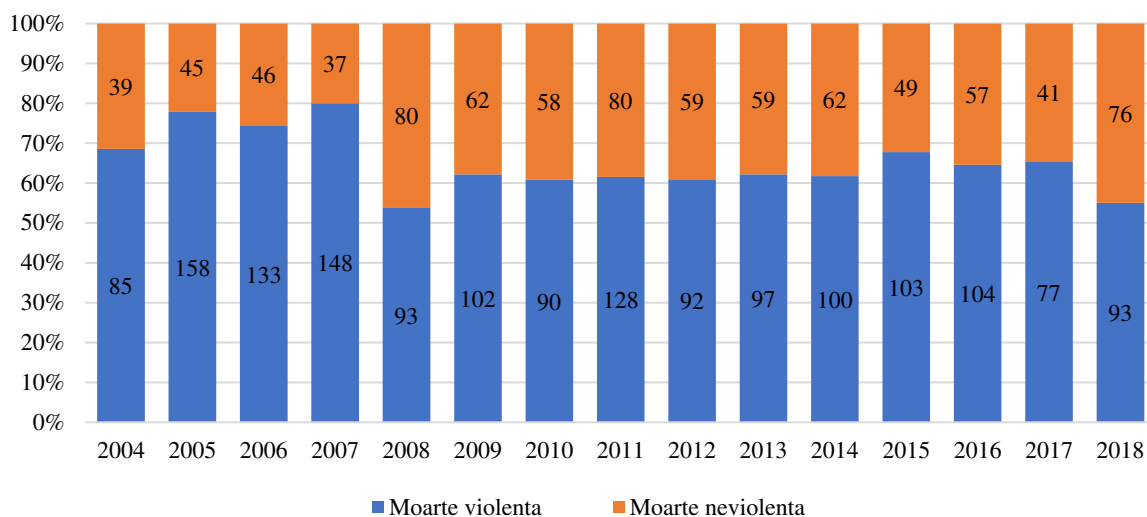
Structura mortalității intraspitalicești în zona Centru a RM pe ani (2004-2018)
